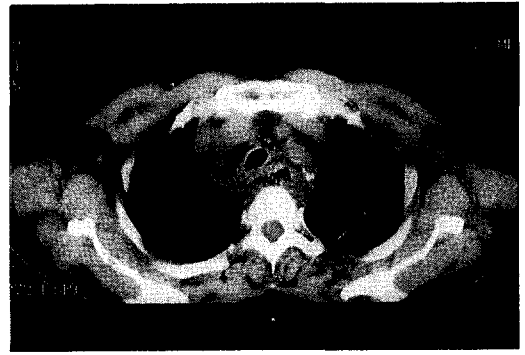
Chest CT scan showing deep neck infection with abscess formation and extension to the mediastinum in Case 3.
